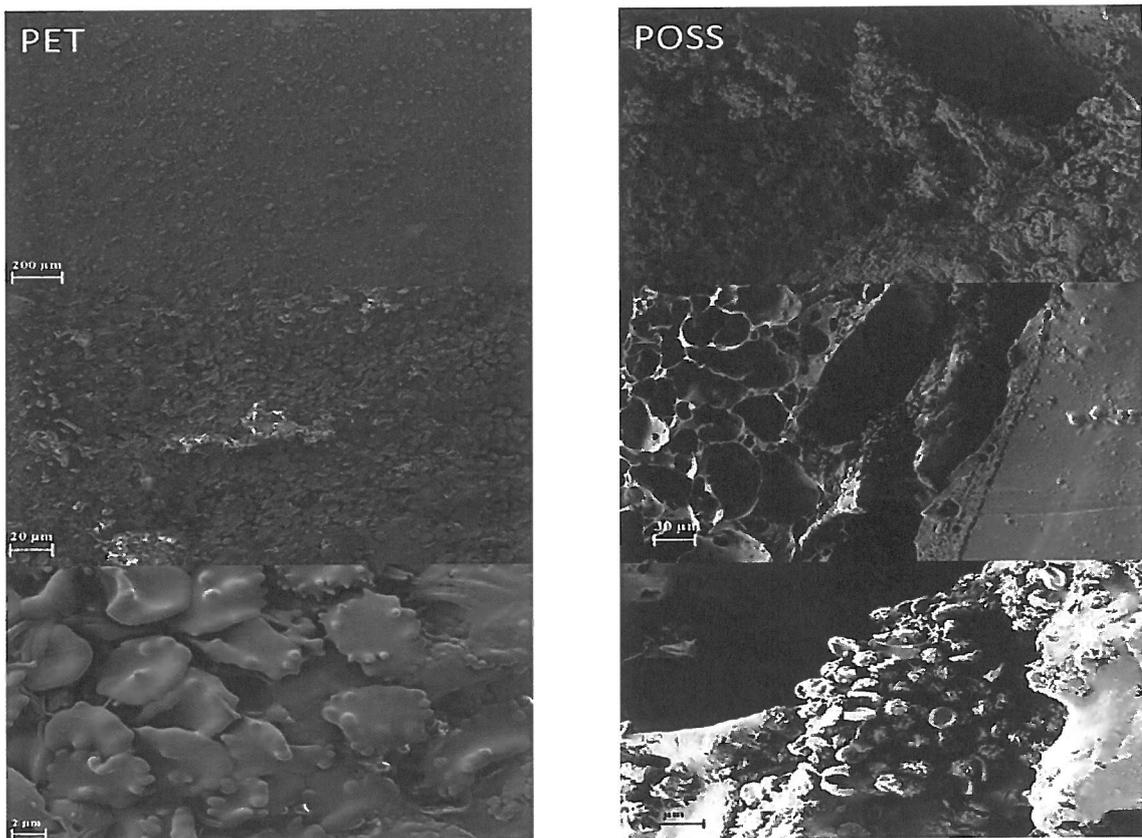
Биокаркас из ПЭТ дает более высокую приживляемость клеток по сравнению с биокаркасом из POSS-PCU.
